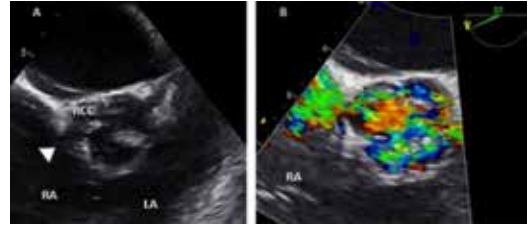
Short-axis view of the aortic valve showing a ruptured right coronary sinus of Valsalva (arrow head) (A). Color Doppler showing the turbulent flow from the aorta into the right atrium through the perforation (B). RA=Right atrium; LA=Left atrium; RCC=Right coronary cusp.
